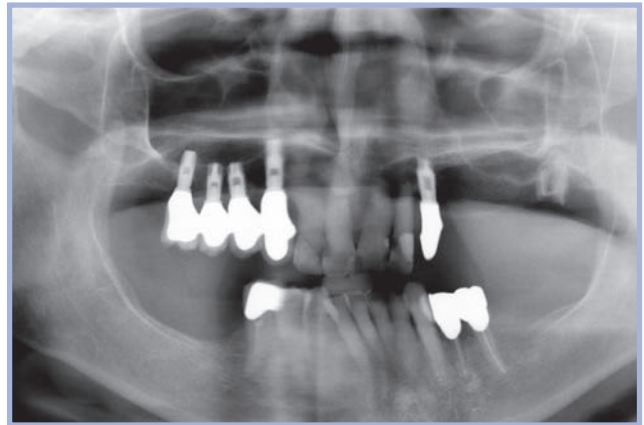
Quadro radiografico pre-intervento
